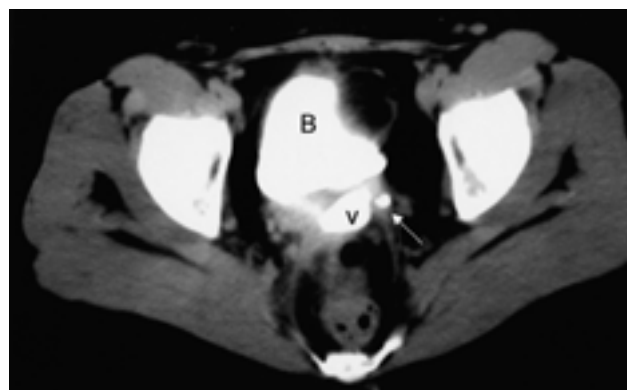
Комп'ютерна томограма таза (поперечний зріз) з контрастуванням (екскреторна фаза) хворої з лівобічною сечовідно-піхвовою норичею [53]
